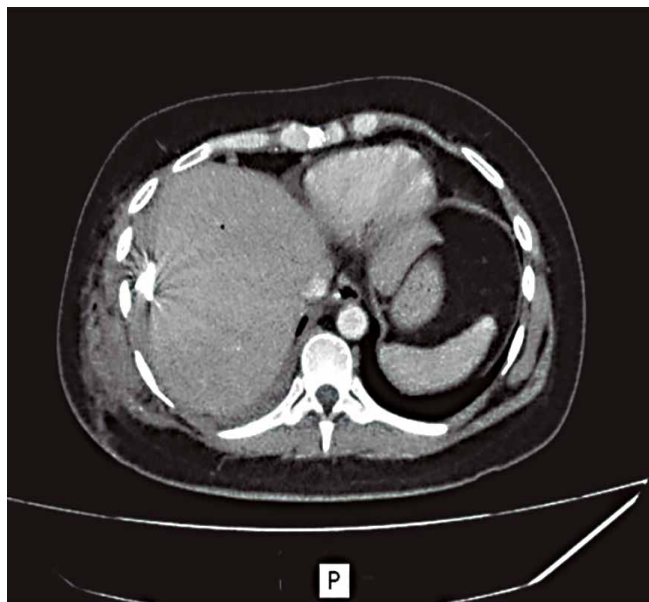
TC de abdomen con contraste endovenoso: se observa una colección hepática subfrénica derecha de 135 x 75 mm, con contenido particulado y burbujas aéreas, que eleva la cúpula diafragmática.
